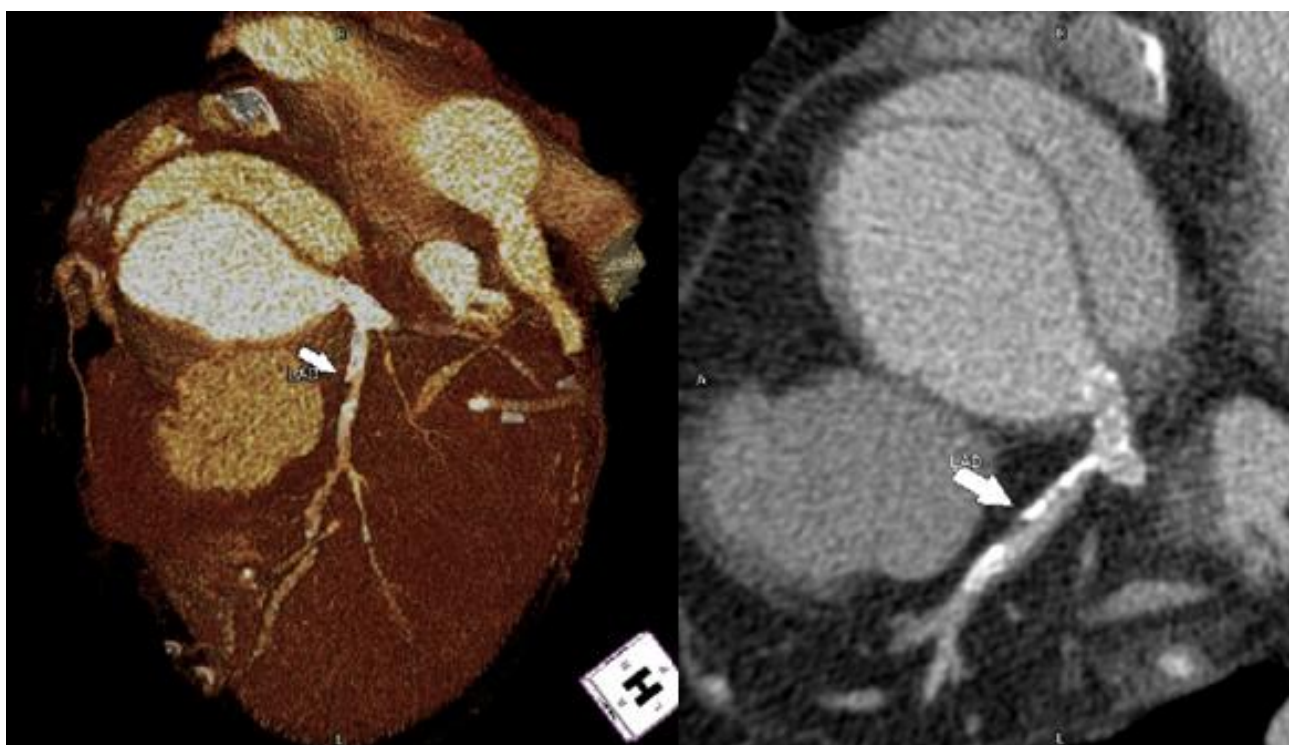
Сердце – МСКТ артерий с контрастом
